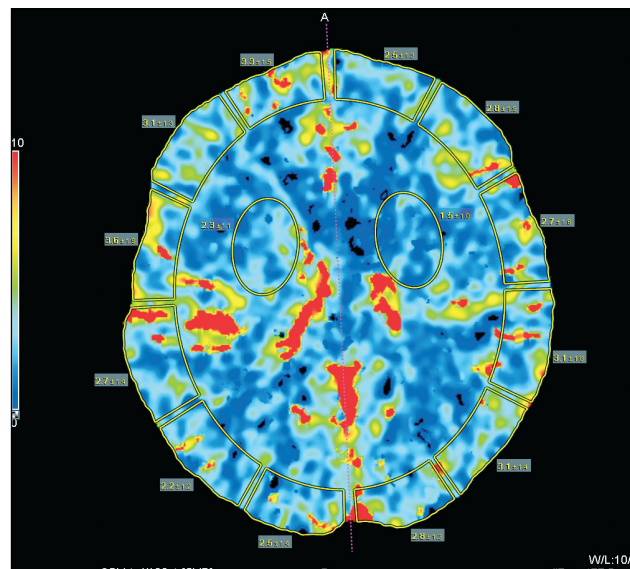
КТ-перфузиография головного мозга: определяется асимметрия показателей скорости церебрального кровотока (CBF) — снижение CBF больше в левой гемисфере до выраженной олигемии в подкорковых структурах
